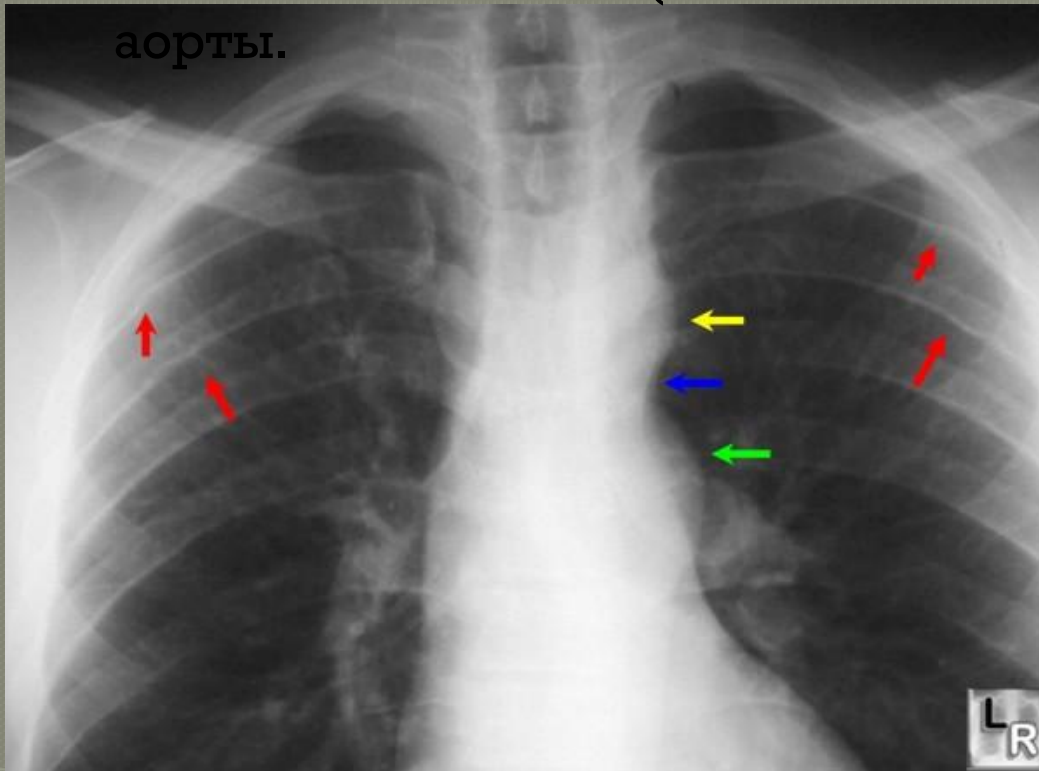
Рентген грудной клетки при коарктации аорты (красные стрелки - узурации ребер; желтая стрелка - дуга аорты; синяя стрелка - коарктация аорты; зеленая стрелка - постстенотическое расширение нисходящей грудной аорты)
